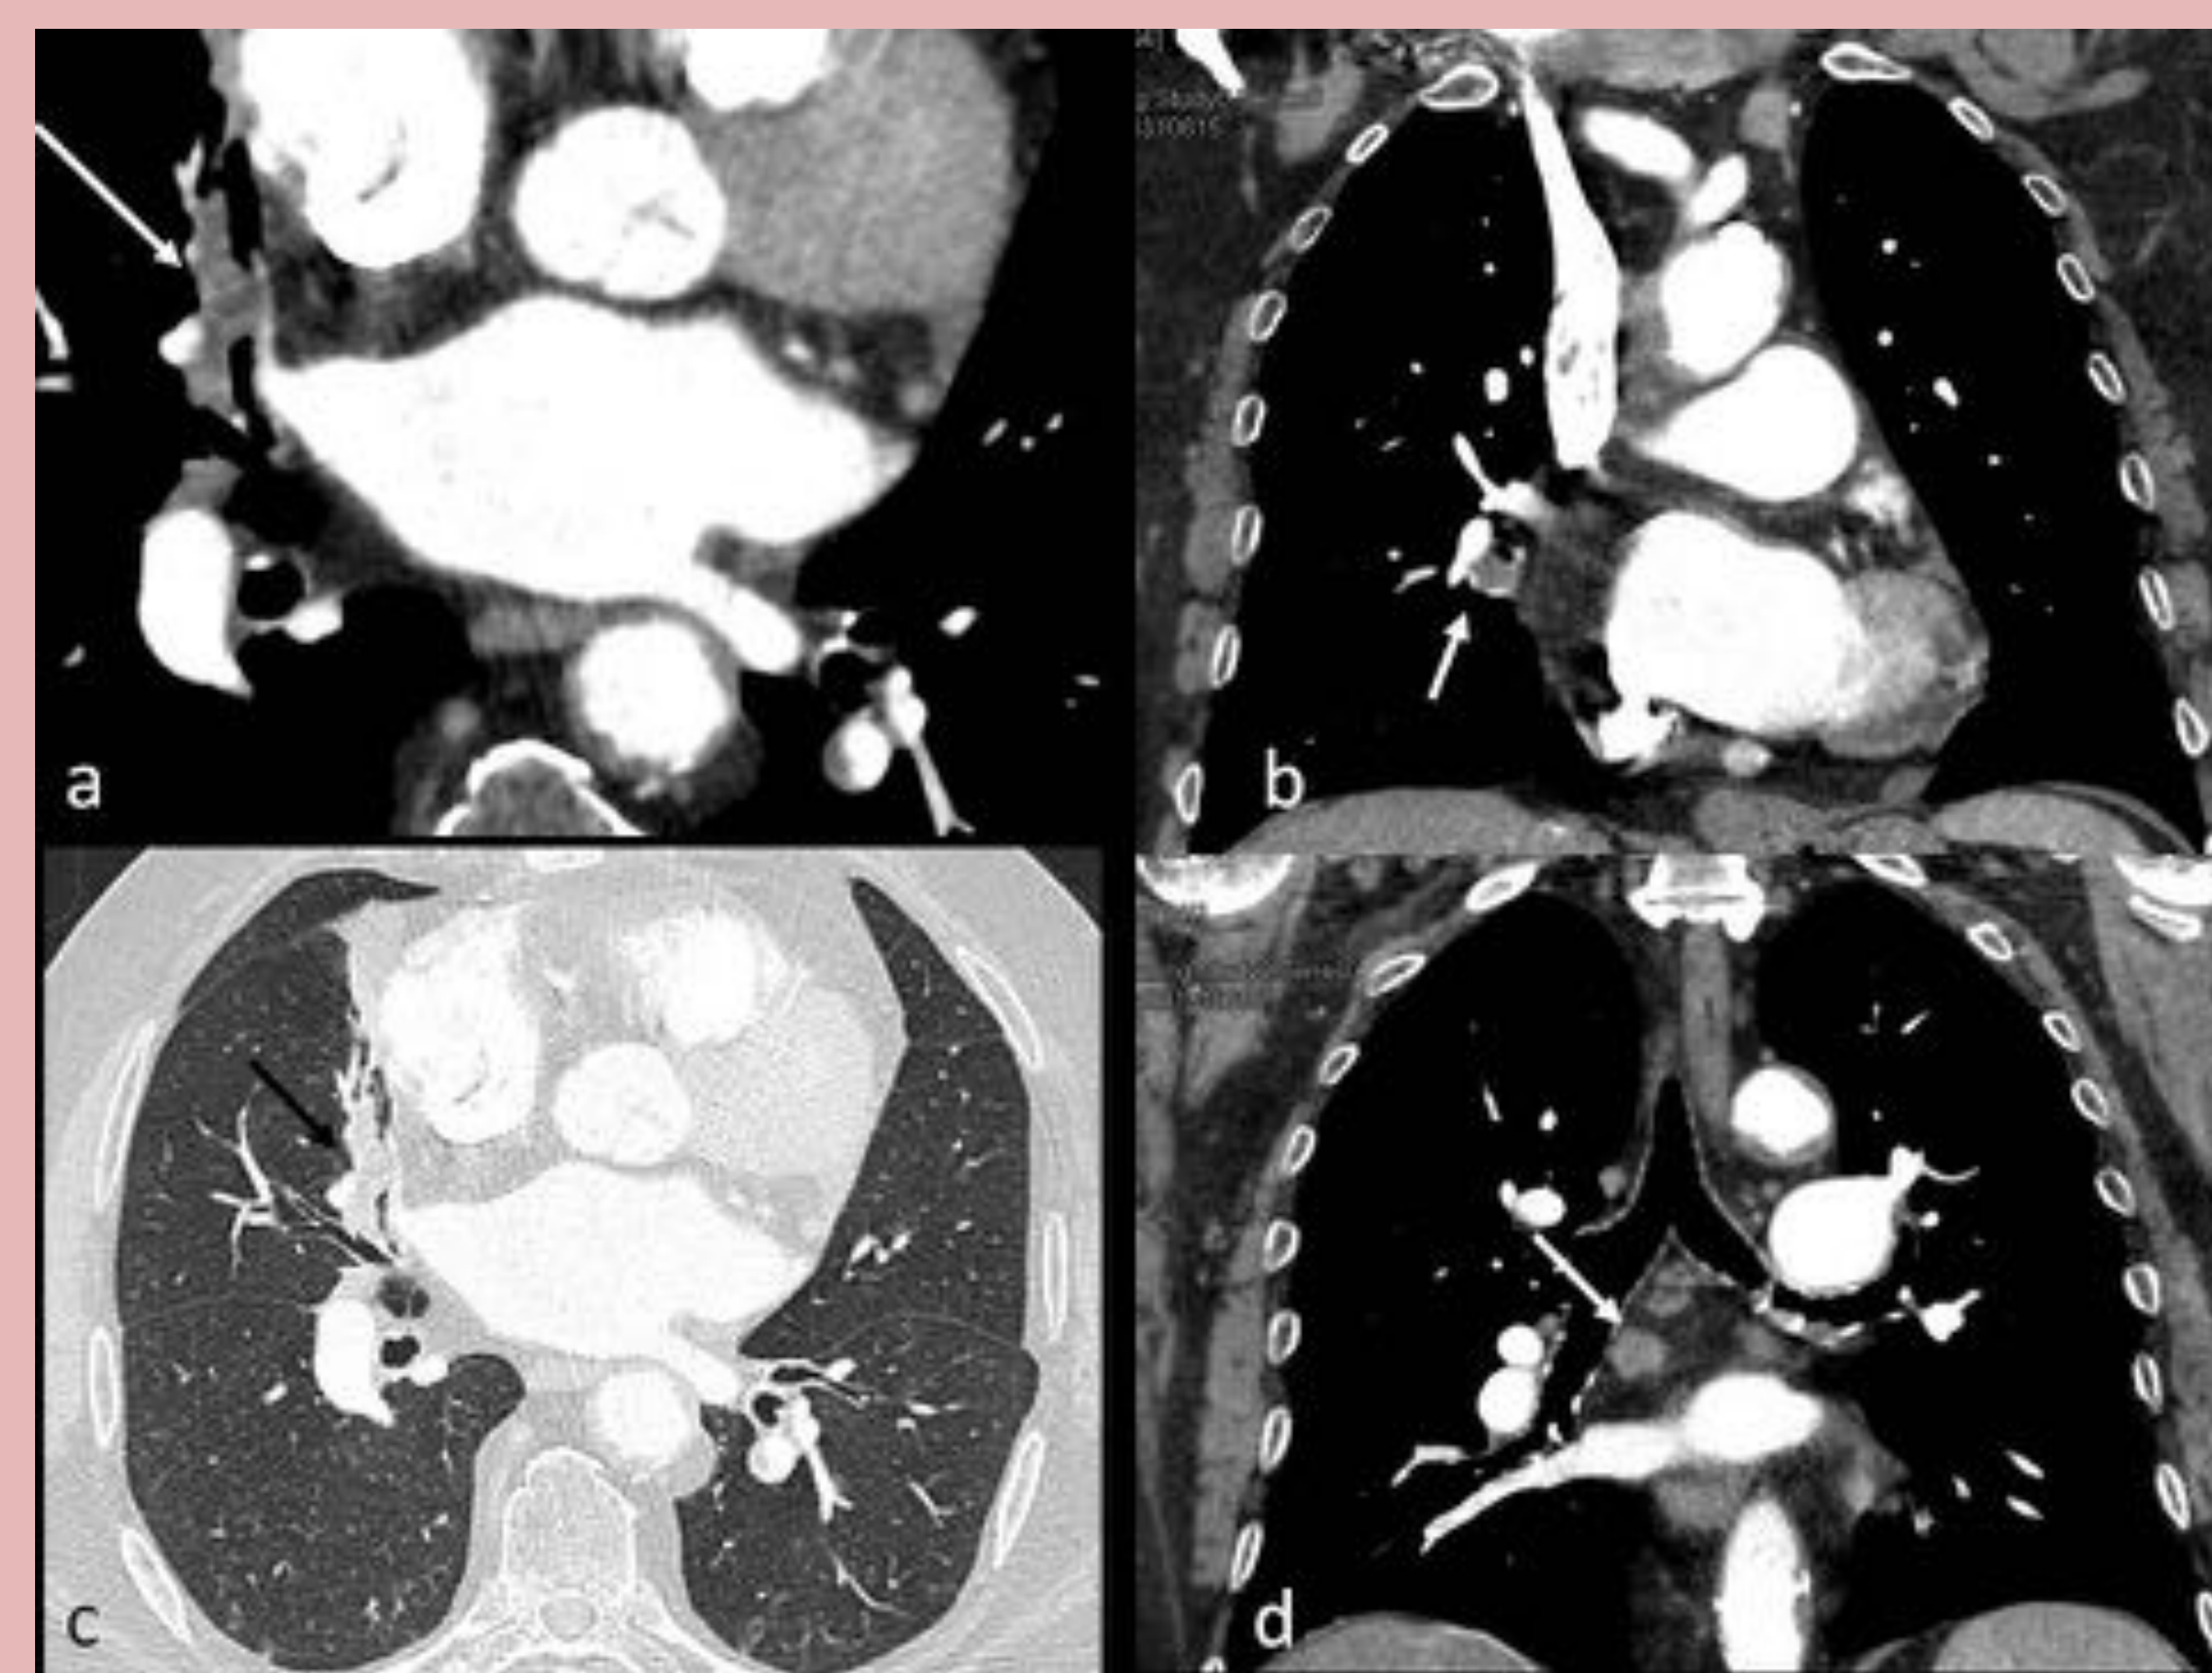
Cortes de TC axiales en ventana mediastino (a) y pulmón (b) y coronal en ventana mediastino (c) y coronal en ventana pulmón (d) en los que se observa ocupación endobronquial del bronquio segmentario medial del LM, con atelectasia segmentaria paracardíaca derecha. Múltiples opacidades, multifocales y bilaterales, sugestivas de bronconeumonía. Reconstrucción coronal en ventana mediastino (d) que muestra adenopatías subcarinales e hiliares derechas. La citología fue positiva para carcinoma, sugestiva de carcinoma de célula pequeña (oat cell).
